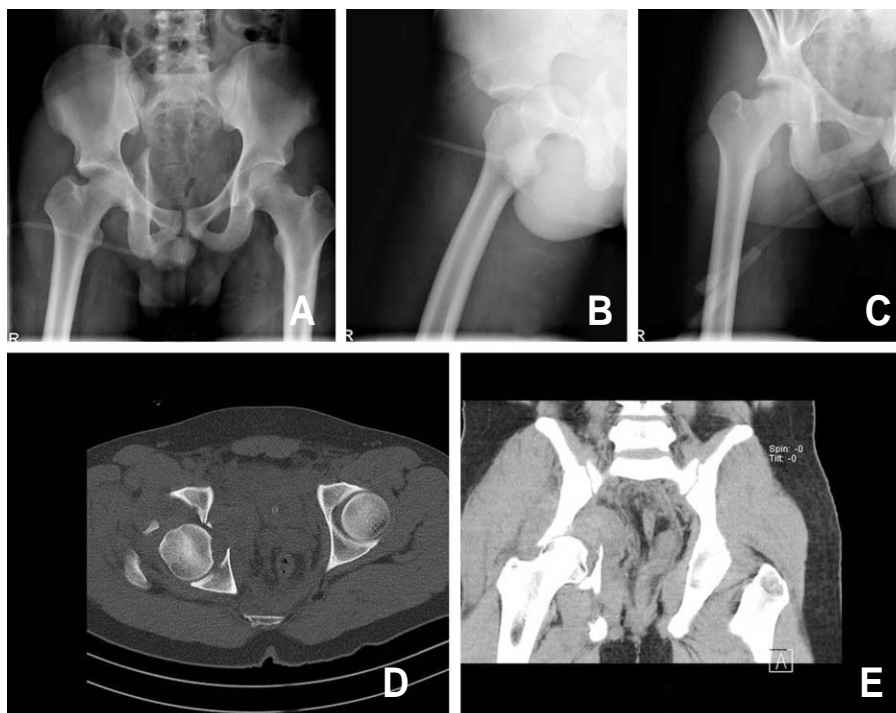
Preoperative radiographs (A-C) and CT (D-E) show an acetabular fracture combined with hip dislocation (Pipkin type 3) and bony fragment around hip joint.
